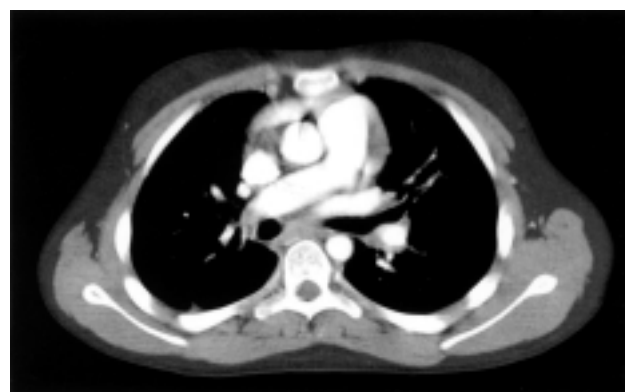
Tomografia computerizzata del torace con mezzo di contrasto: è visibile l'obliterazione parziale dei primi rami di diramazione delle arterie polmonari destra e sinistra con un coinvolgimento più marcato dei rami inferiori.
